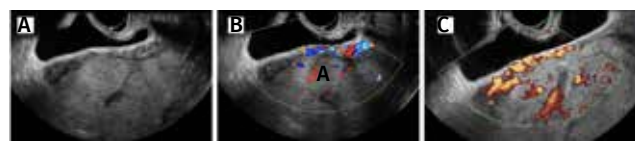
Sinais ecográficos sugestivos de acretismo placentário. (A) Perda da linha hipoecoica retroplacentária. (B) Vasos em ponte no Doppler colorido. (C) Vasos em ponte no power Doppler
